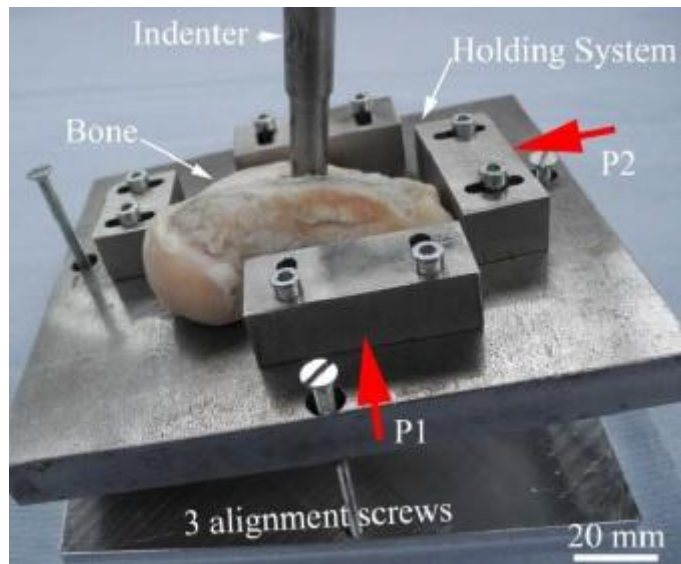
Haltevorrichtung mit eingespanntem Knochen und Implantat für die Push-Out-Testung; P1 und P2 zeigen dabei die für die Röntgen-Analyse genutzten Strahlengänge an. Der *Indenter* bezeichnet hier den Eindringkörper [Guillén GT et al. 2012].
